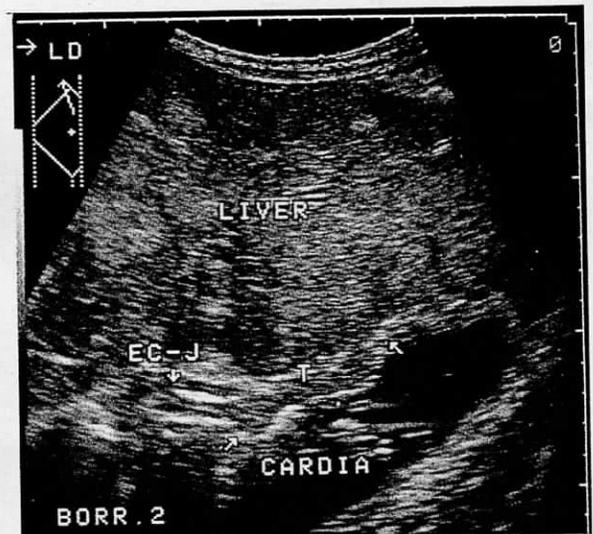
胃癌の肝転移 噴門に発生した癌で、原発巣はさほど大きくないにもかかわらず、高レベルのエコー像を示す肝転移が多数認められる。EC-J:食道-噴門接合部
